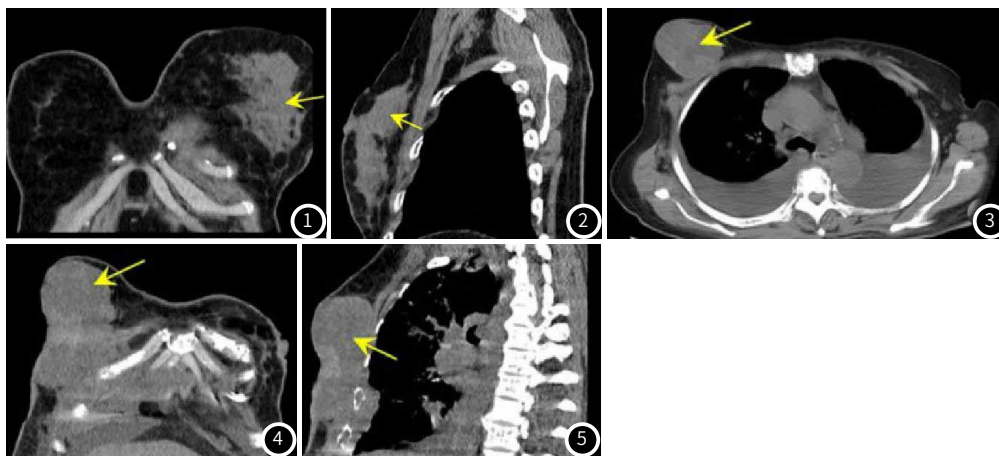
~图2 患者女，49岁，CT平扫MPR重建示左侧乳腺体积明显增大，外上象限有局限性稍高密度区(如箭头所指)，近乳头处乳腺导管增粗，腺体与左侧胸壁脂肪间隙尚清楚。图3~图5 患者女，50岁，CT平扫横断面及MPR重建示右侧乳腺一不规则软组织肿块，密度不均匀，边界清楚，双侧胸腔积液。
